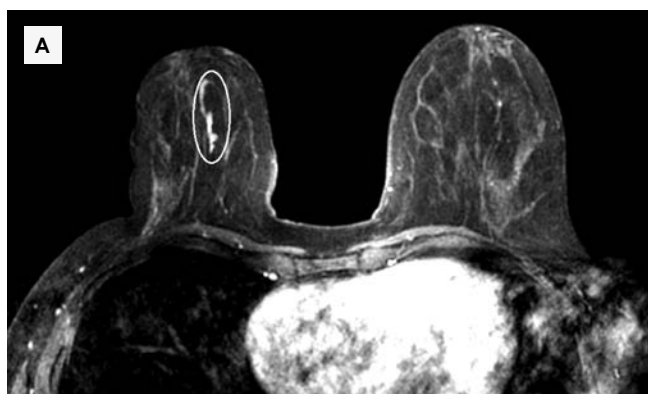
Пациентка А. МР-томограмма молочных желез с КУ: А – аксиальная проекция; В – сагиттальная проекция. В правой молочной железе в центральном отделе – зона линейного накопления контрастного препарата (обведено овалом).
